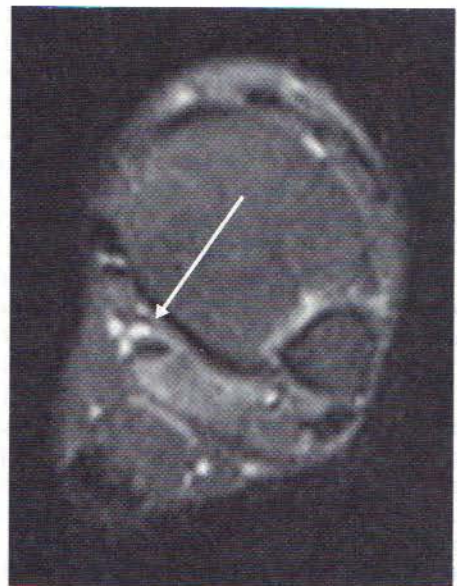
IRM axială a gleznei, ponderată T2, indicând un semnal intensificat în jurul tendonului flexorului lung al halucelui (săgeată). Pacientul era un dansator profesionist.
